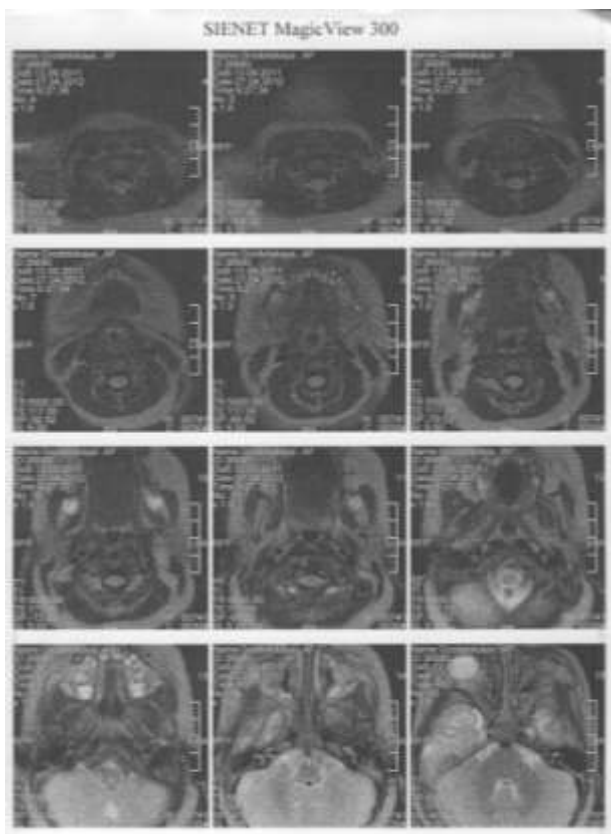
Данные МРТ головного мозга и шеи после 6 месячного курса анаприлина.
